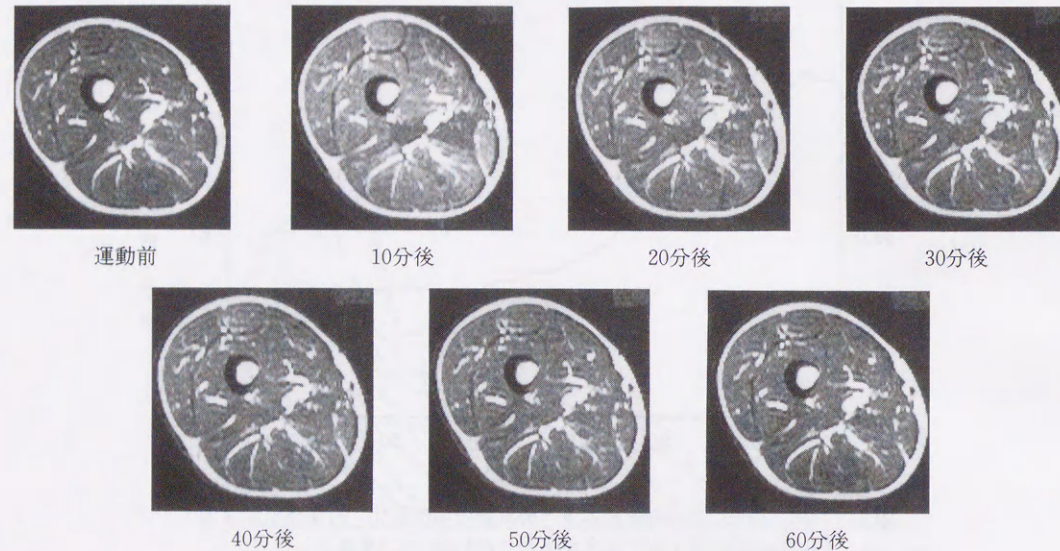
20歳 男性. Cooling 施行下の運動前後の大腿部 MRI の変化
